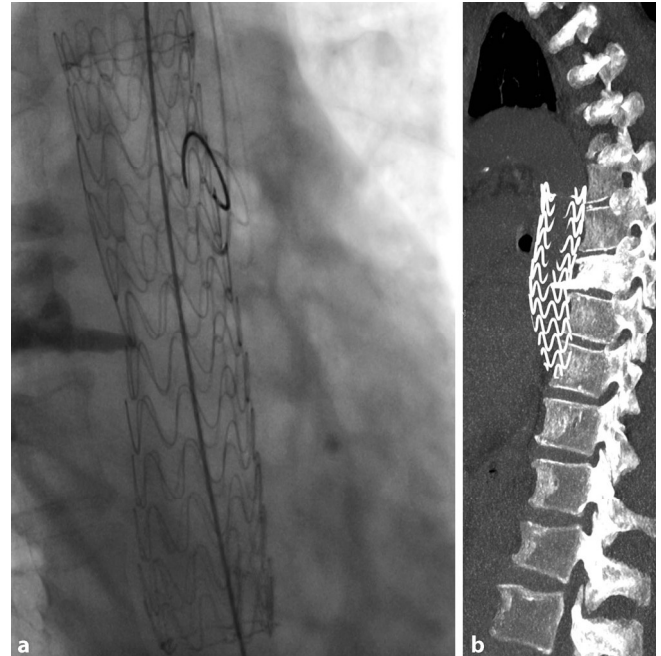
▲ a Intraoperative Durchleuchtungsaufnahme nach Freisetzen des Endografts auf Höhe des Zementsporns mit leichter Pelottierung der Prothese. b Die postoperative Kontroll-CT zeigt ein gutes Alignment des Stentgrafts an die A. thoracica descendens mit vollständiger Ausschaltung der Kontaktfläche
